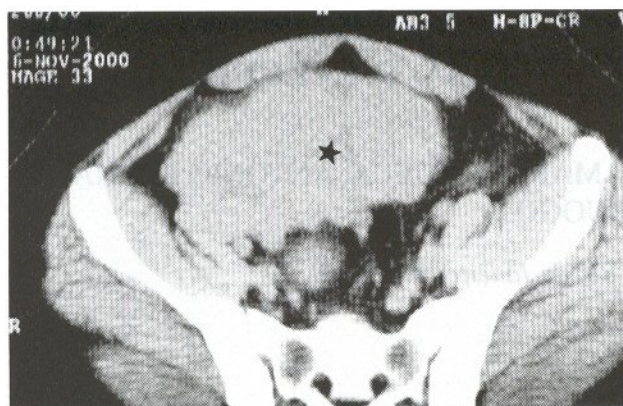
Tomografia computadorizada, evidenciando volumosa massa irregular de consistência sólida localizada na região pélvica (asterisco).
